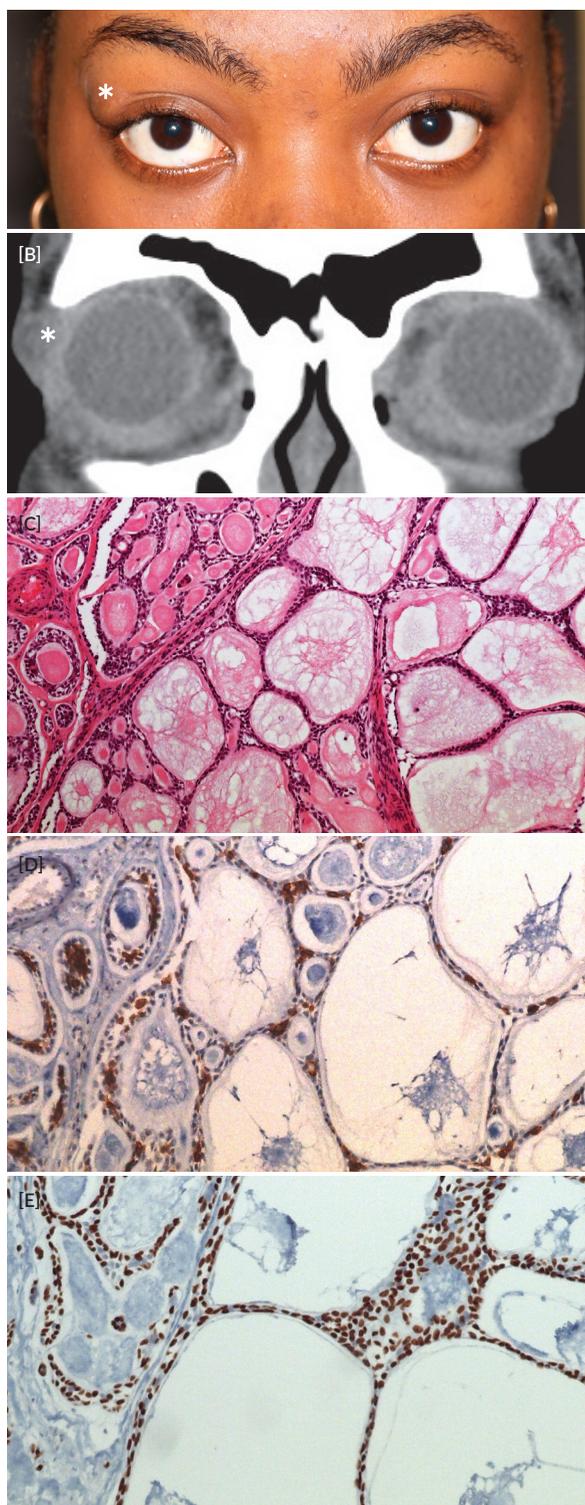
Apresentação inicial. (A) Lesão arredondada na região temporal da pálpebra superior direita (*) associada a ptose ligeira. (B) Tomografia computadorizada orbitária demonstrando a presença de lesão com conteúdo heterogêneo em topografia da glândula lacrimal direita (*). (C) HE X 10 - Neoplasia epitelial de padrão cribriforme, com túbulos revestidos por duas camadas de células. (D) Imunohistoquímica com Kit (CD117) marca tipicamente as células epiteliais (interiores) e p63 (E) marca as células mioepiteliais (periféricas).
